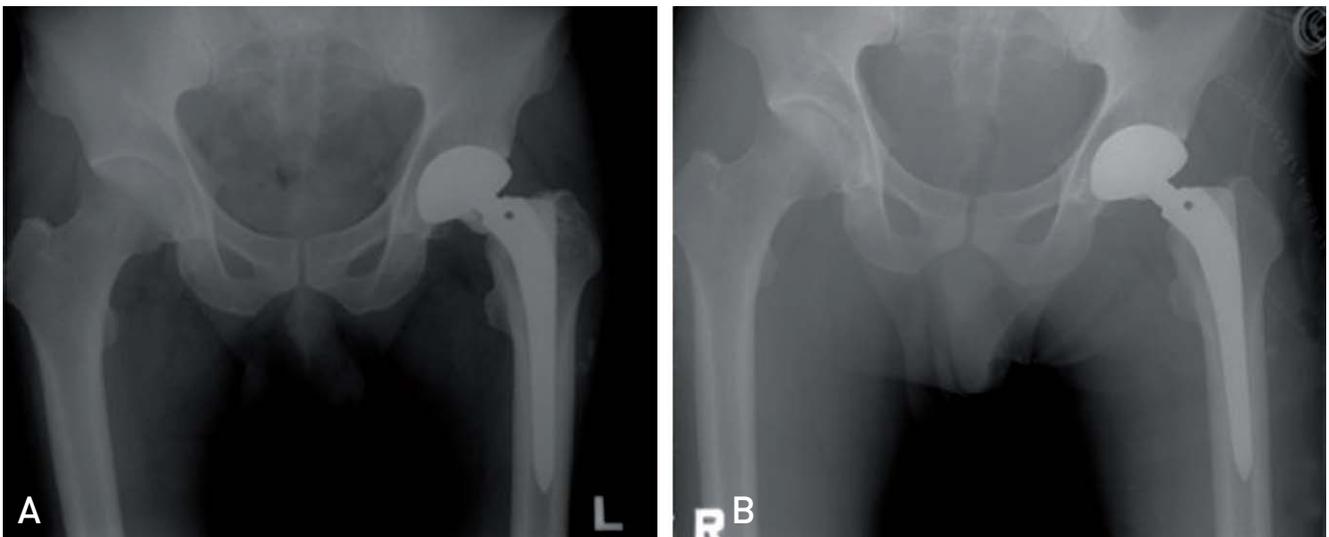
Cementless ceramic-on-ceramic THA was performed in 45-year old male patient with osteonecrosis of femoral head. (A) Radiograph of complication, ceramic fracture. (B) Postoperative radiograph of change of ceramic head & liner.
